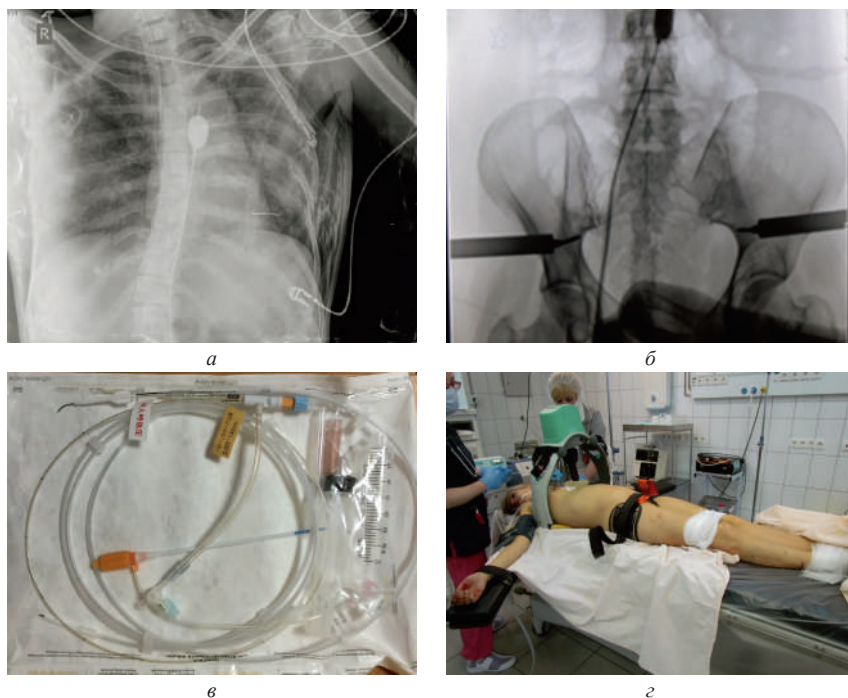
Временная баллонная окклюзия аорты при нестабильном переломе костей таза: а – контрольное определение позиции баллона в грудном отделе аорты, рентгенограмма груди; б – контрольное определение позиции баллона в брюшном отделе аорты, рентгенограмма таза; в – набор для установки баллона; г – внешний вид раненого в крайне тяжелом состоянии и нестабильным повреждением тазового кольца с установленным баллоном в аорту на Тукасе
